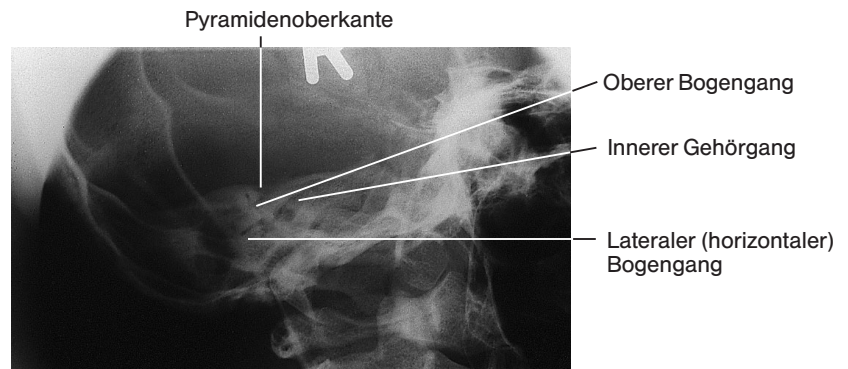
Röntgenaufnahme nach Stenvers, Normalbefund.
